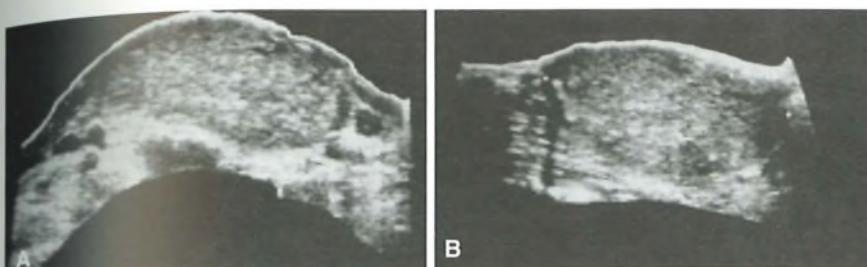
Ecotomografia della ghiandola tiroide in un caso di adenoma tossico di Plummer (conferma operatoria). A) Scansione trasversale: la massa adenomatosa è ben delimitata, lateralmente si apprezzano i vasi del collo. B) Scansione longitudinale.
